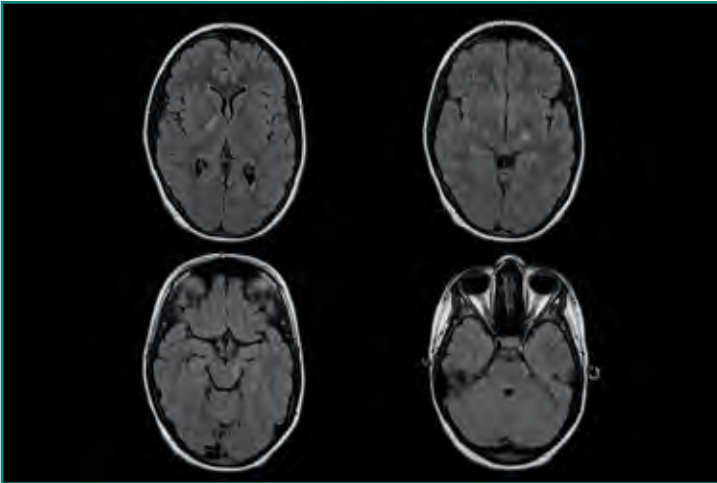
Imágenes axiales en secuencia FLAIR. Paciente de 14 años con cuadro de paresia en ambos hemisferios, parálisis supranuclear y deterioro del estado general. Una semana atrás presentó cuadro febril (*Mycoplasma* en LCR). Lesiones focales hiperintensas afectando a cápsulas internas, mesencéfalo y protuberancia.
